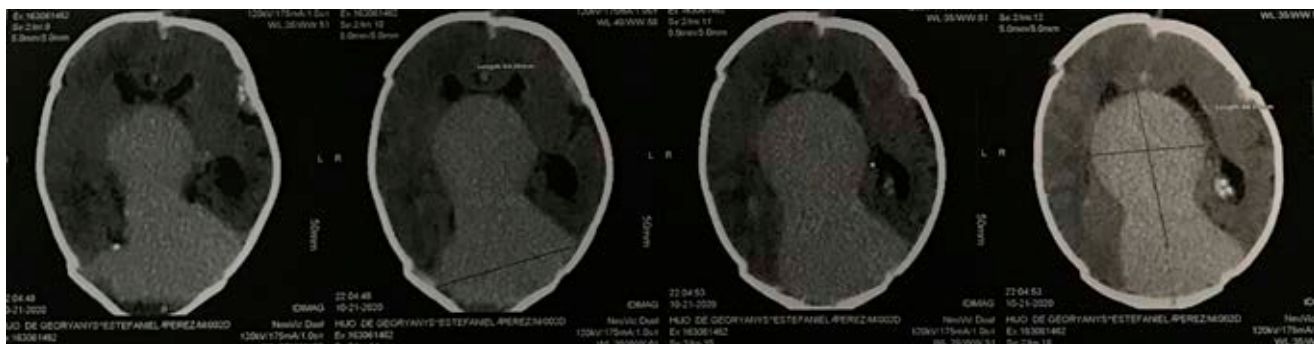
Tomografía simple de cráneo. En línea media se observa lesión voluminosa ovoide, con densidad superior al parénquima cerebral, que separa los ventrículos laterales y obstruye el tercer ventrículo. Mide 4.3 x 4.9 cm. Tiene apariencia vascular. Seno longitudinal superior y seno recto se observan dilatados. Imagen compatible con malformación aneurismática de vena de Galeno.
